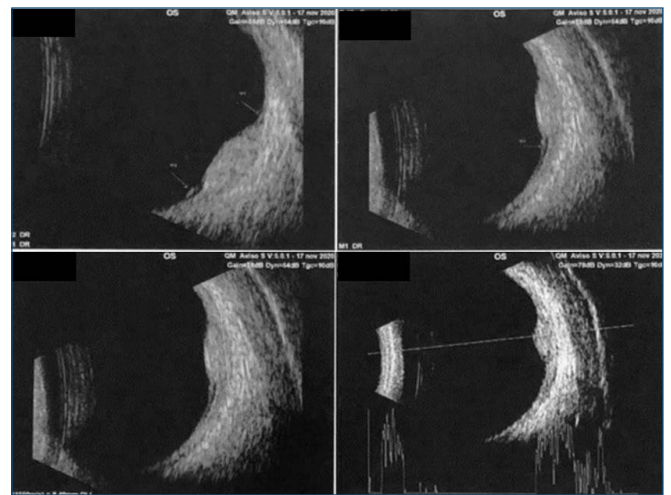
Ultrassonografia do olho esquerdo evidenciando espessamento macular e lesão coroidal de alta refletividade temporal com DR marginal.
